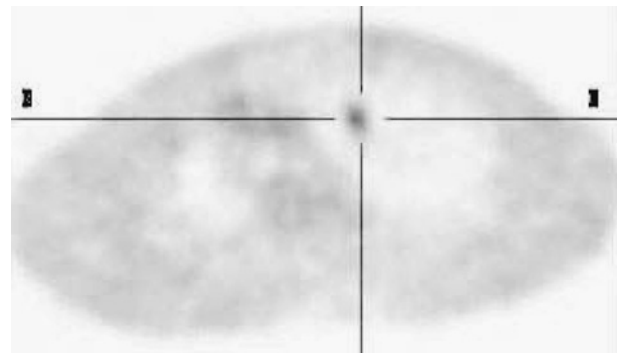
On positron emission tomography, the tumor revealed weak accumulation of fluorodeoxyglucose.
